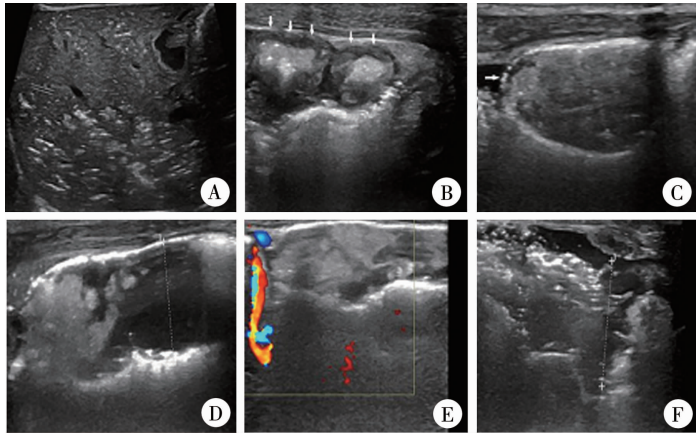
1 例孕 31 周早产儿坏死性小肠结肠炎超声声像图 A:门脉积气; B:肠壁增厚,分层不清(箭头); C:局部肠壁变薄伴点状肠壁积气(箭头); D:局部肠管扩张(测量键); E:肠壁血流信号消失; F:透声差的积液(测量键)
